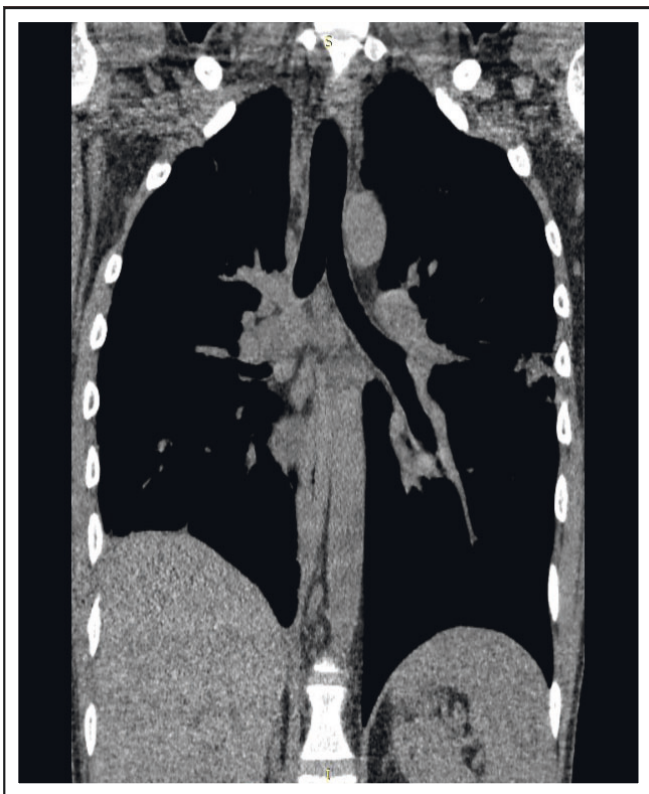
КТ-картина разрешающийся полисегментарной пневмонии, положительная динамика (коронарная проекция)
